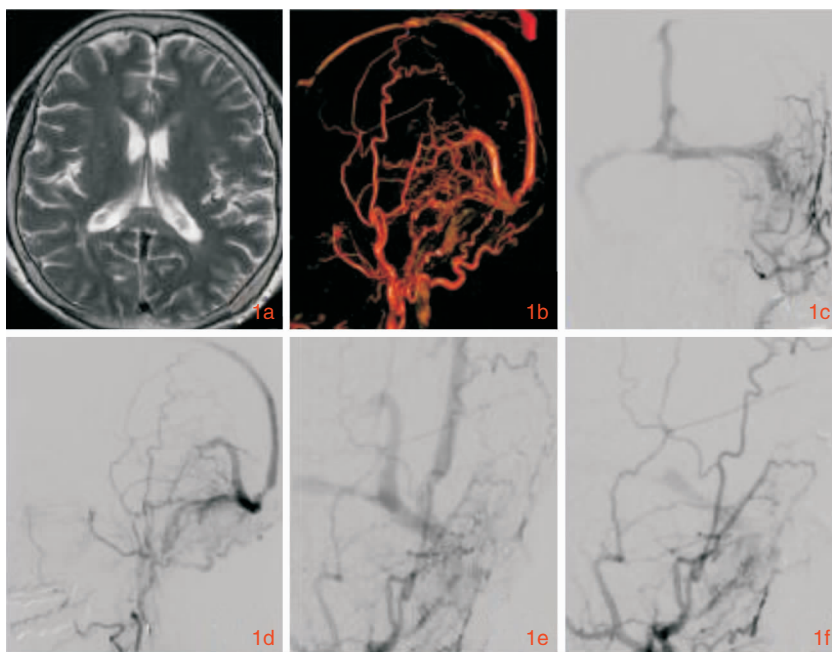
图 1a: 头 MR 两侧不对称血管流空信号, 左侧中央沟附近为著; 图 1b: 3D-CTA 示动脉期上矢状窦显影, 存在异常血管交通, 提示 DAVF; 图 1c、1d: 左侧颈外动脉相提示高流量多支动脉供血的 DAVF, 动脉期可见上矢状窦充盈并逆流, 矢状窦近窦汇部狭窄; 图 1e: 栓塞前动脉期上矢状窦显影; 图 1f: 栓塞术后上矢状窦近 90% 不显影
